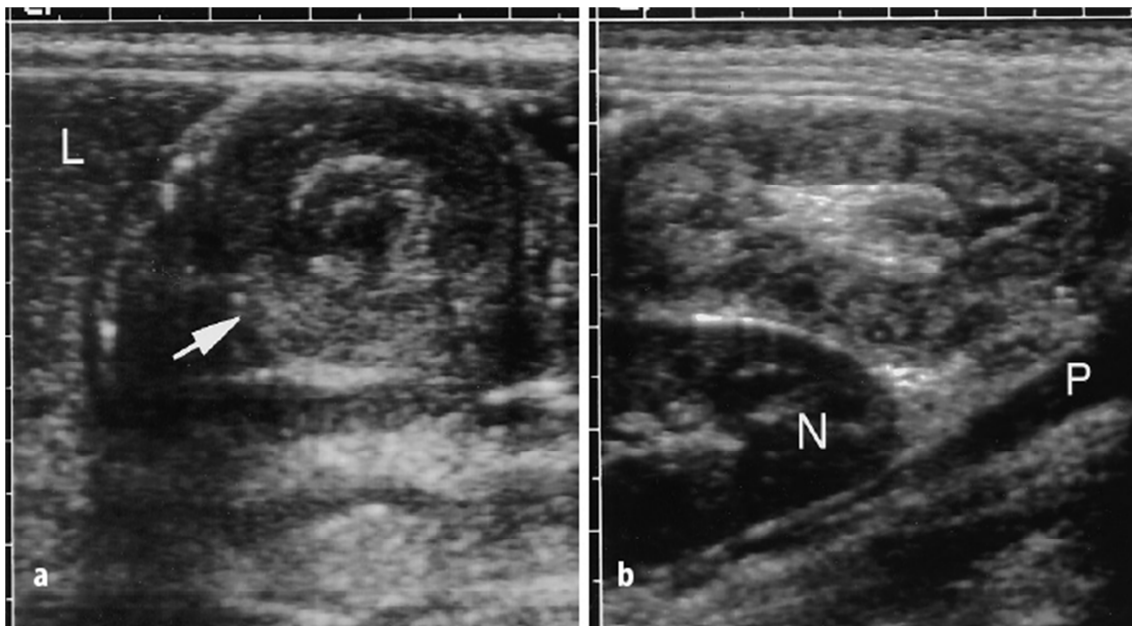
es handelt sich um eine sonographische Aufnahme einer Darminvagination (entnommen aus: Rohrschneider 1997, S.447). Im linken Bild (a) demonstriert der Pfeil die Leitstruktur kaudal am unteren Leberrand (=Invagnationsquerschnitt). Im rechten Bild (b) des Autors hat sich eine Pseudoniere ventral der Niere (N) gebildet. Der Psoasmuskels (P) resultiert nach Angaben des Autors als Folge der longitudinalen sonographischen Schnittführung.
